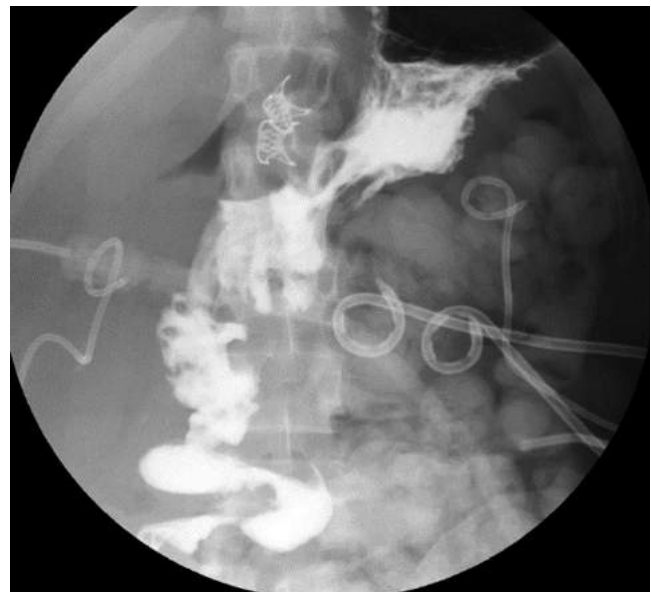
Radiografía de vías digestivas que muestra exclusión pilórica con adecuado paso de contraste por la gastroyeyunoanastomosis.
